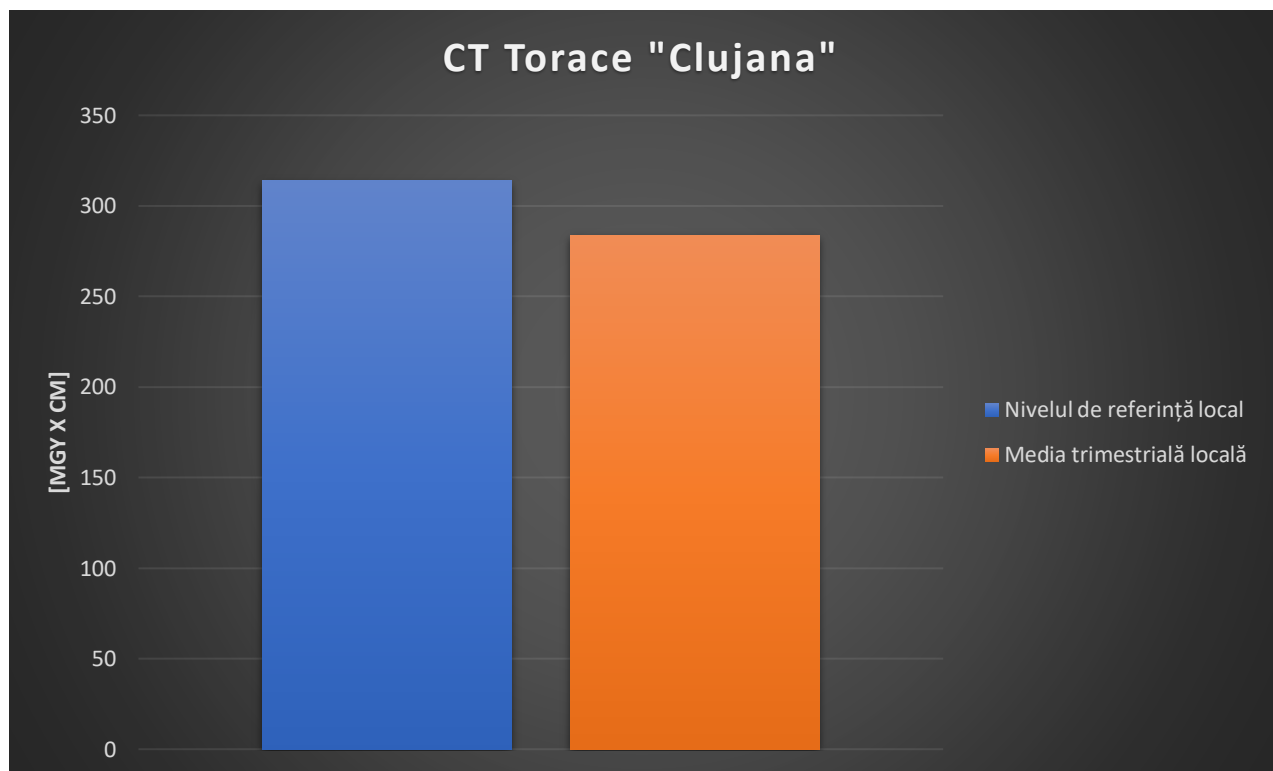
5.1 Comparație CT Torace “Clujana”
